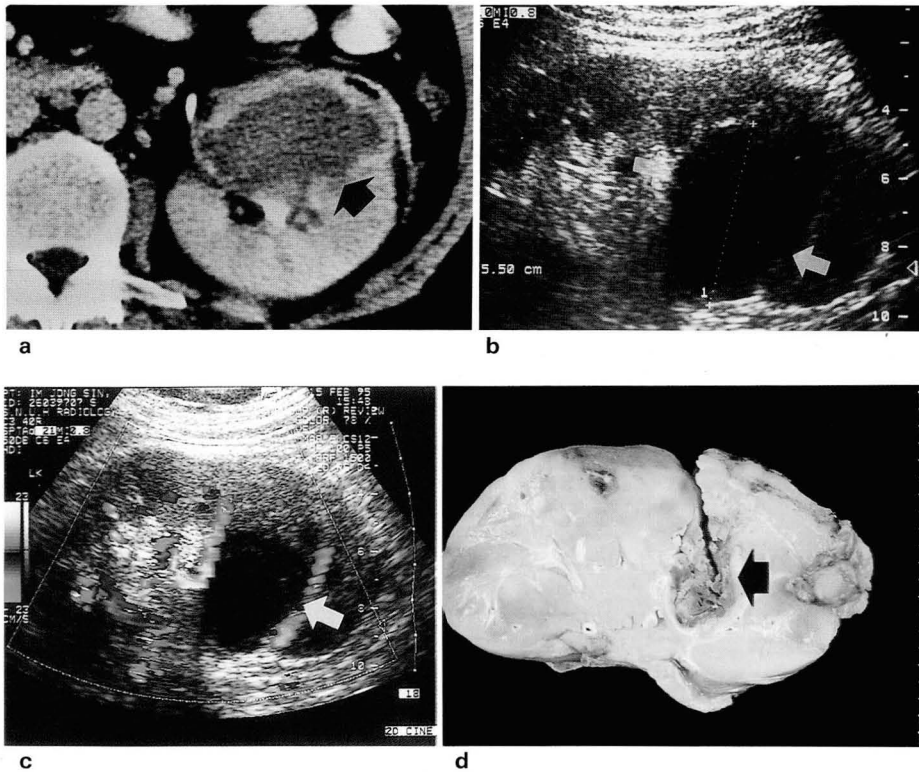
a. Postcontrast CT scan shows a nonenhancing mass(arrow) in the middle of left kidney.
